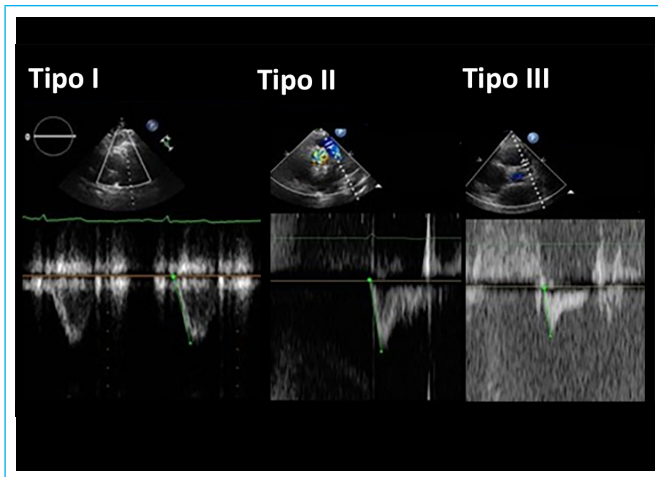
Doppler pulsado a nivel de la válvula pulmonar. Flujo pulmonar tipo I, tipo II y tipo III con las muescas o incisuras en la fase de aceleración por cierre precoz de la válvula pulmonar.
